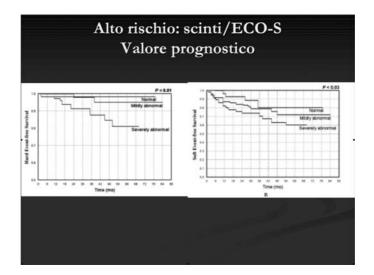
Sopravvivenza libera da eventi cardiaci maggiori (A) e minori (B) in base ai risultati della scintigrafia perfusionale del miocardio con Tc99-tetrofosmina
